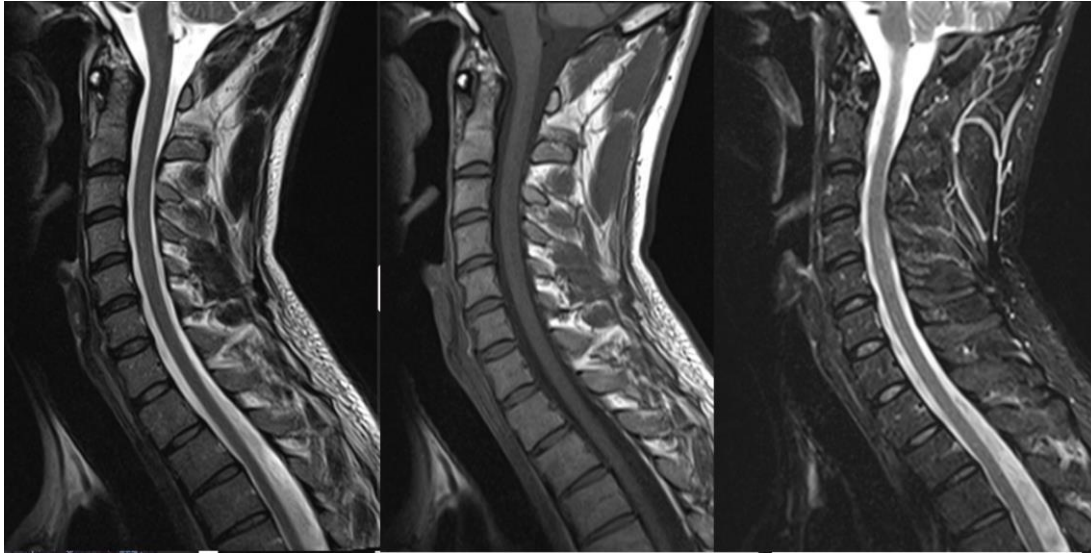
IRM du rachis cervical normal dans le plan sagittal, avec de gauche à droite les séquences T1, T2 et STIR. *Extrait de : encyclopédie médicochirurgicale, imagerie radiologique du rachis cervical.*
